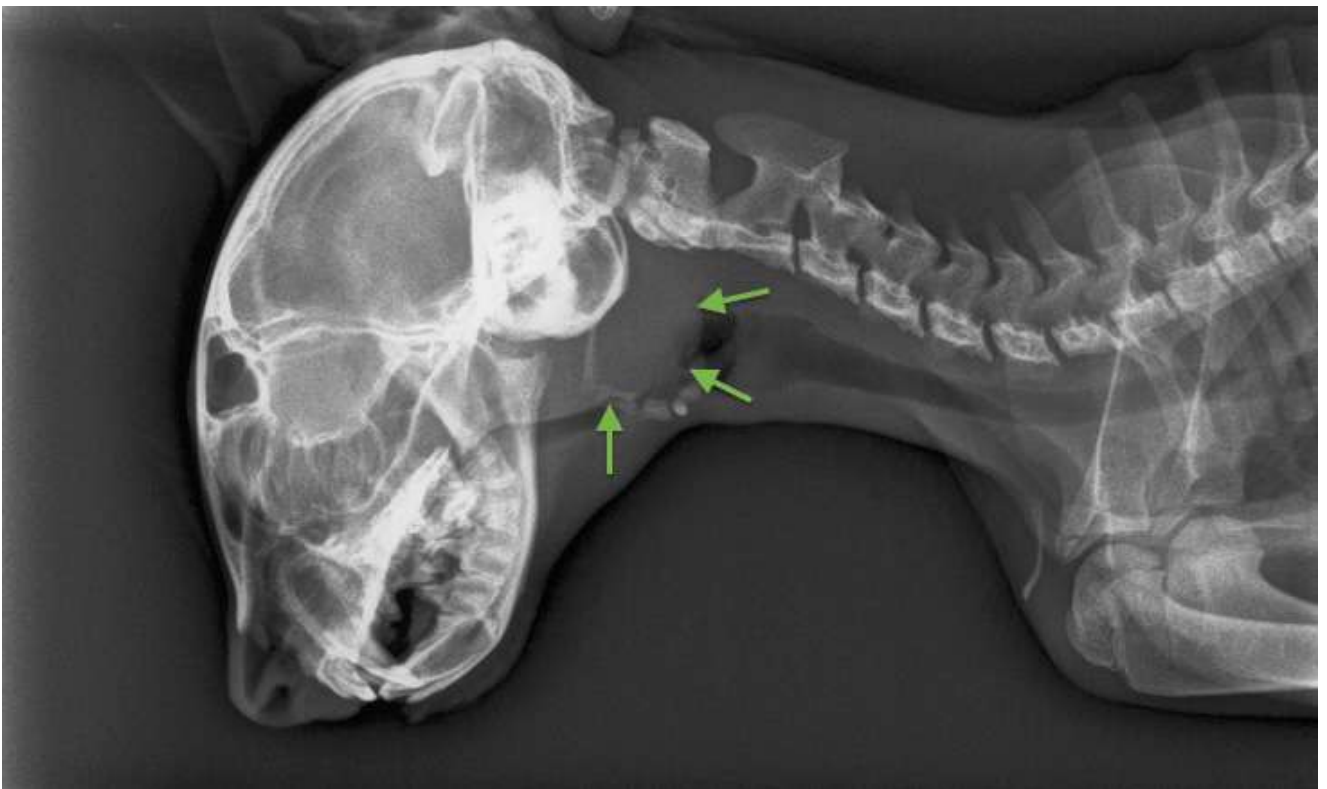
radiografía laterolateral de cabeza y cuello, donde se aprecia un efecto masa (flechas verdes) en la zona de la nasofaringe.
